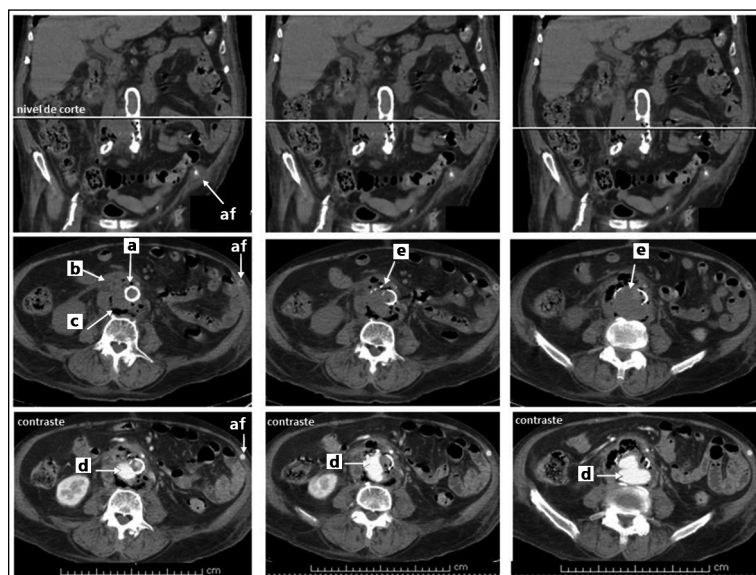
TAC abdominal: ateromatosis severa y calcificada aórtica (a); inflamación periaórtica extensa (b); neumoretroperitoneo (c); hematoma retroperitoneal (d) y rotura aórtica (e); af: *bypass* axilobifemoral.
